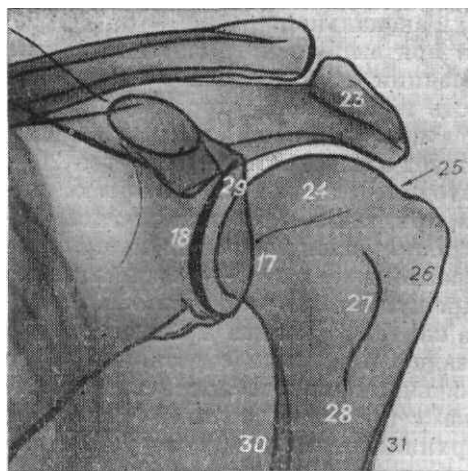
Рентгенограмма плечевого сустава в прямой задней проекции. 17 — задний край суставной впадины; 18 — суставная поверхность и передний край суставной впадины; 23 — плечевой отросток; 24 — головка плечевой кости; 25 — анатомическая шейка плечевой кости; 26 — большой бугорок; 27 — малый бугорок; 28 — хирургическая шейка плечевой кости; 29 — рентгеновская суставная щель плечевого сустава; 30 — медиальный край тела плечевой кости; 31 — латеральный край тела плечевой кости.
